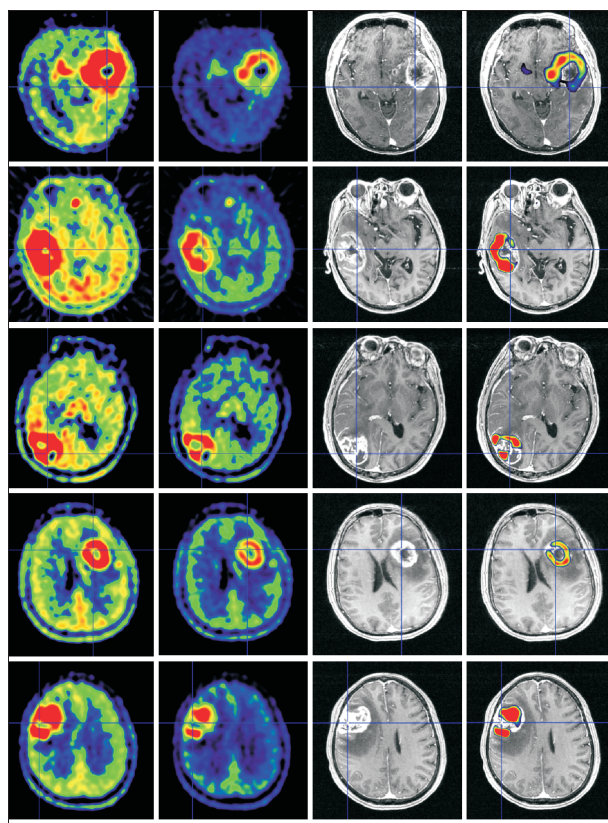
胶质母细胞瘤的 MET-PET 图像具有偏心性
